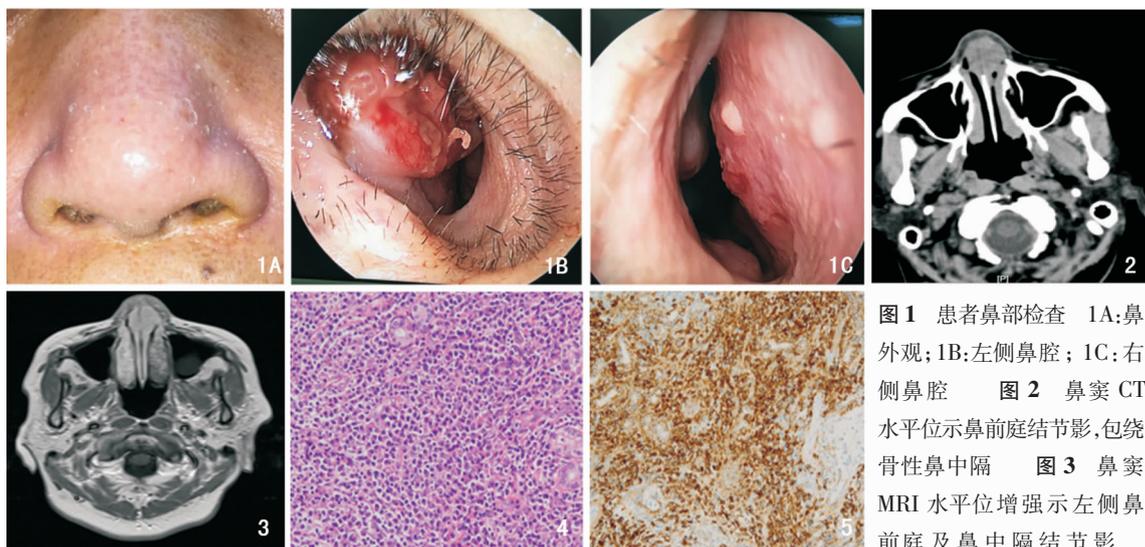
患者鼻部检查 1A:鼻外观;1B:左侧鼻腔;1C:右侧鼻腔 图 2 鼻窦 CT 水平位示鼻前庭结节影,包绕骨性鼻中隔 图 3 鼻窦 MRI 水平位增强显示左侧鼻前庭及鼻中隔结节影
